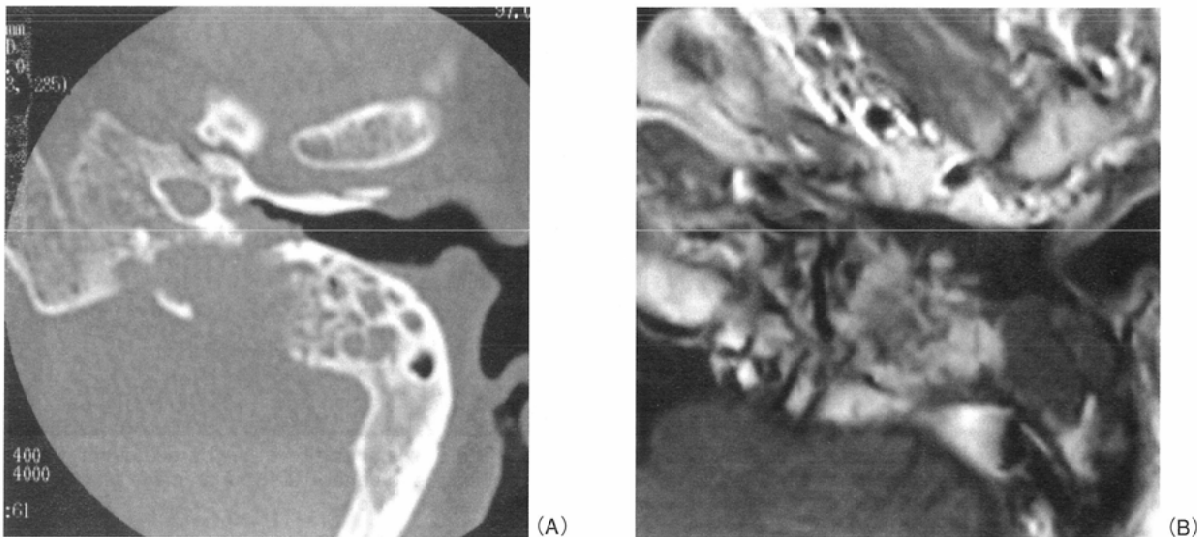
Left glomus jugulare tumor. A: Destruction of the temporal bone around the jugular foramen is observed on HRCT. B: Post-contrast T1-weighted image shows heterogeneous enhancing mass with signal void suggesting abnormal vasculature.
